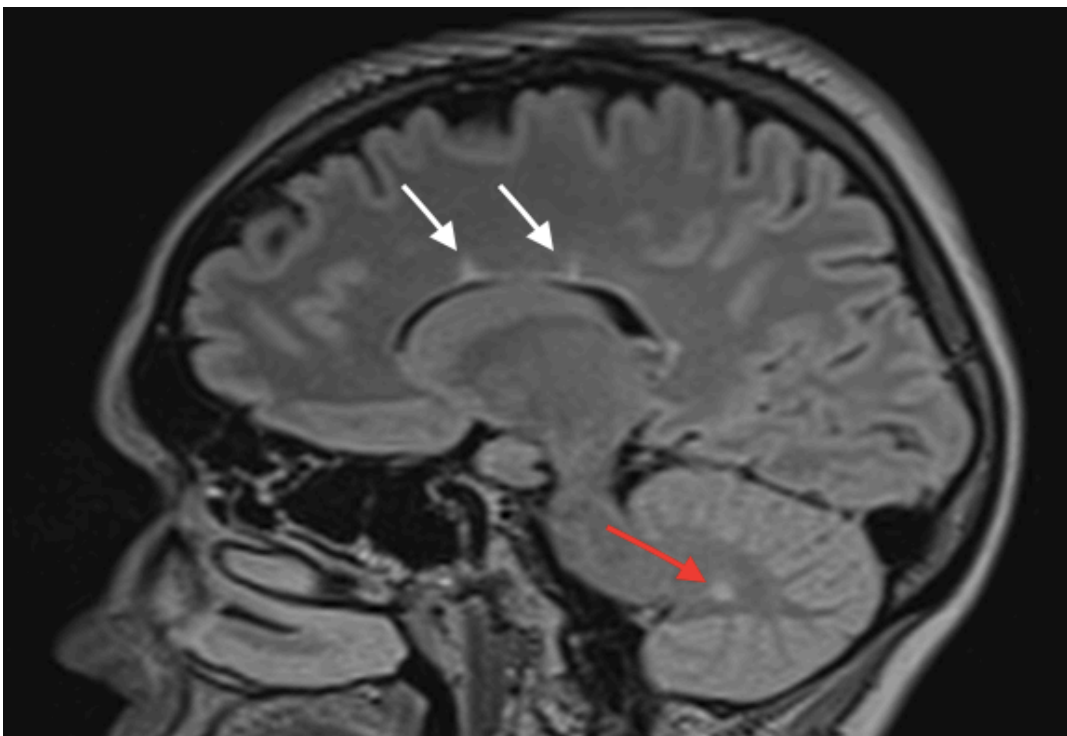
На данном FLAIR-изображении можно увидеть два перивентрикулярных очага (указаны белыми стрелками) и один инфратенториальный очаг (указан красной стрелкой)
